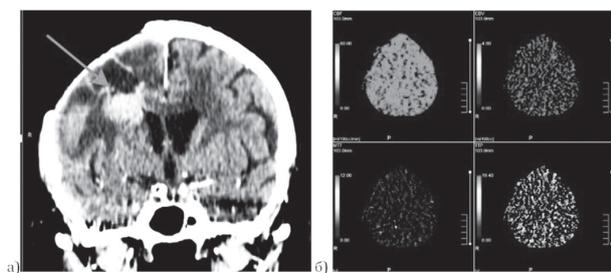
МРТ-изображения пациента К. после оперативного и лучевого лечения глиобластомы лобно-теменной области справа. На томограммах с КУ определяется остаточная опухоль (а). Несвоевременное введение контрастного вещества привело к невозможности оценки перфузии в структуре головного мозга и определяемом образовании (б)
